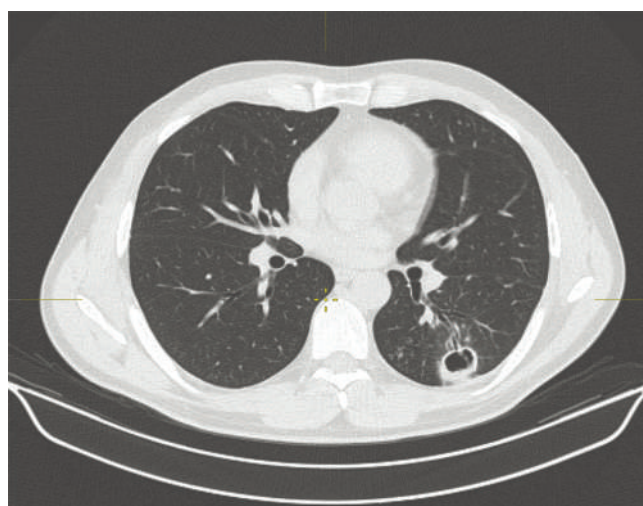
Аксиальный срез КТ ОГК от 25.05.2017 г., легочное окно.
